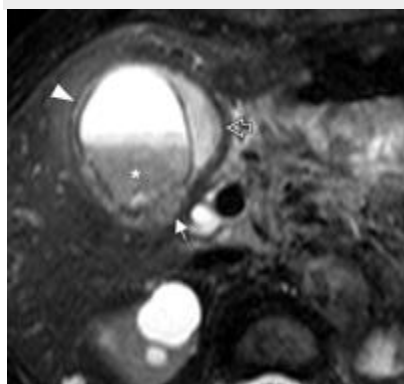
perforación de vesícula biliar asociada a colecistitis gangrenosa aguda en una mujer de 78 años de edad con dolor en hipocondrio derecho y fiebre alta. La RM se realizó debido a los hallazgos estadounidenses
